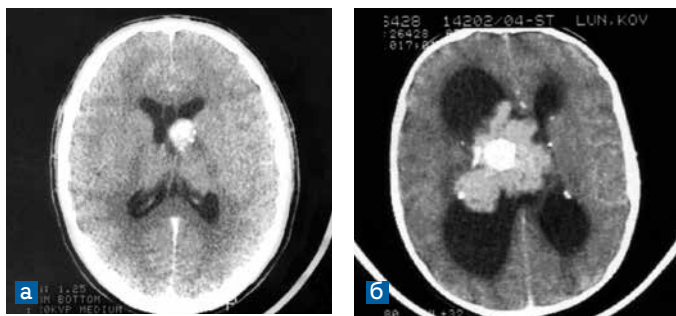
а) КТ с контрастным усилением. СЭГА в области отверстия Монро слева, визуализируется очаг небольших размеров в области отверстия Монро, равномерно накапливающий контраст, умеренно выраженная гидроцефалия; б) КТ с контрастным усилением. Гигантская опухоль бокового желудочка с крупными петрификатами, множественные субэпендимарные петрификаты
